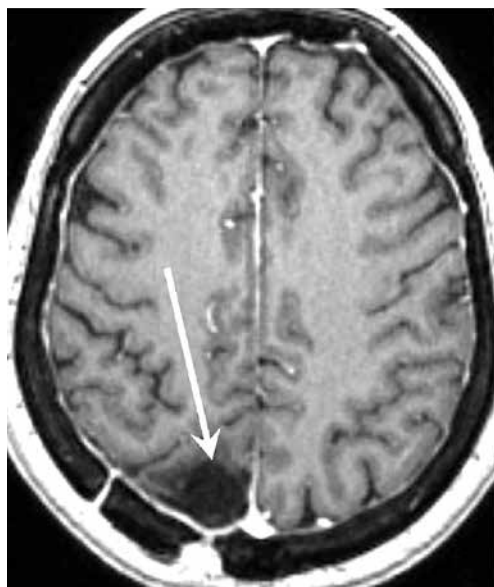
Та же пациентка через год после операции. Магнитно-резонансная томография с внутривенным контрастированием, аксиальная проекция. Опухоль удалена, накопления контрастного препарата в ложе удаленной опухоли не отмечается
